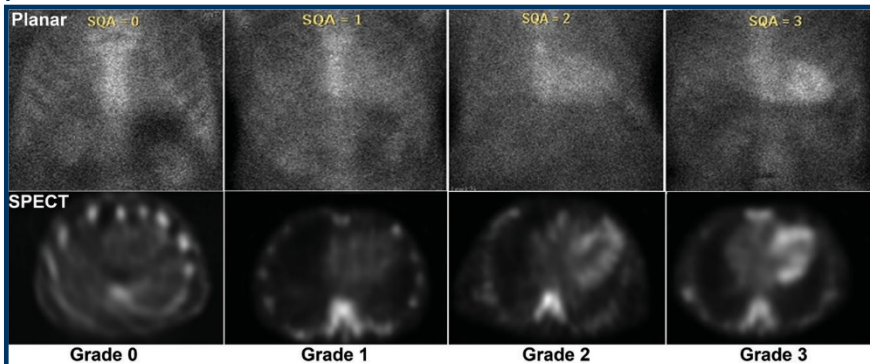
Captación de ^{99m}Tc -PYP por grados en imágenes planares y SPECT.
